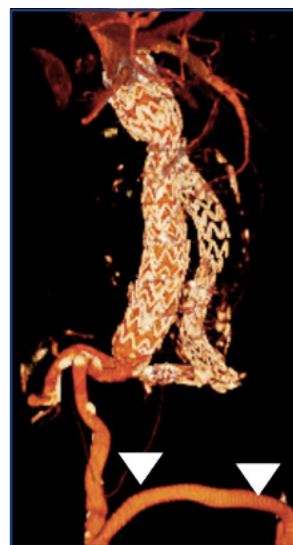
Reconstrucción volumétrica de la angiotomografía realizada a los 6 meses. Se objetiva la permeabilidad del cuerpo bifurcado, así como también del relining de la extensión iliaca derecha. Como referencia se observa el *bypass* fémoro-femoral permeable (flecha).
